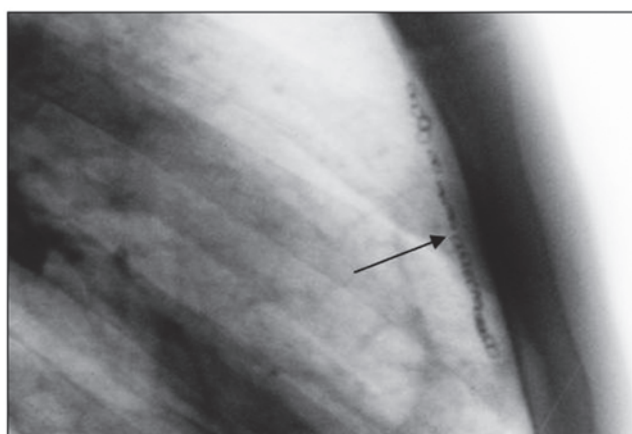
Рентгенограмма больного Н. В правой боковой проекции. 1 месяц после операции. Ретростернально визуализируется цепочка танталовых скрепок (указана стрелкой) после прошивания медиастинальной плевры
